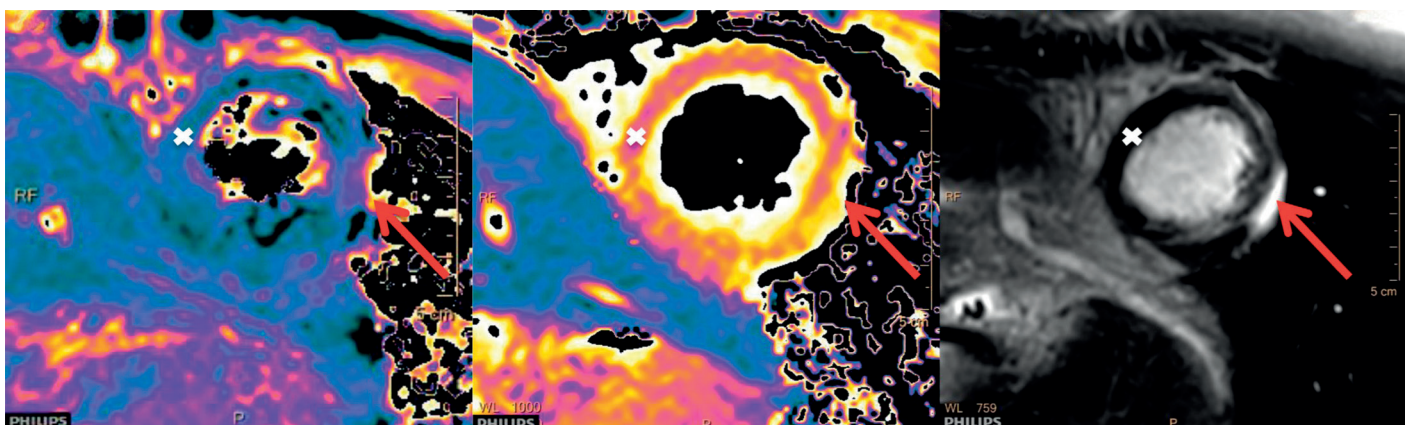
Kardiale MRT-Untersuchung in Kurzachsenschnitten bei akuter Myokarditis im Rahmen einer Covid-19-Erkrankung
